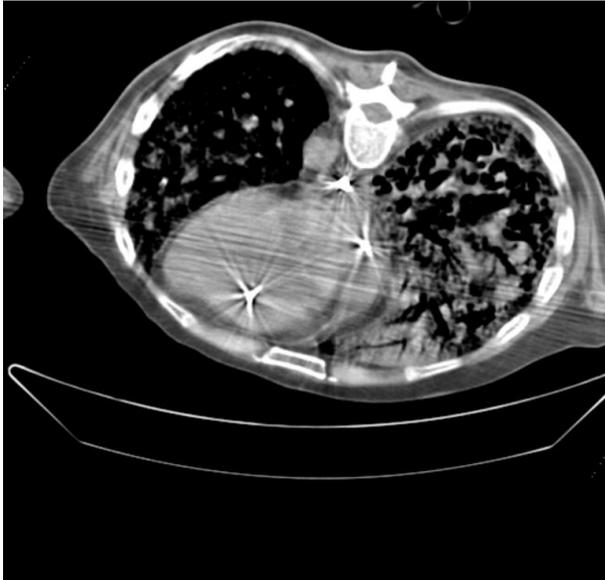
HRCT, Die Abbildung zeigt eine High-Resolution-Aufnahme des Thorax bei einem Patienten im Lungenversagen (ARDS, 4.6.4 Fall 3: Notfalldiagnostik eines akuten Lungenversagens)
